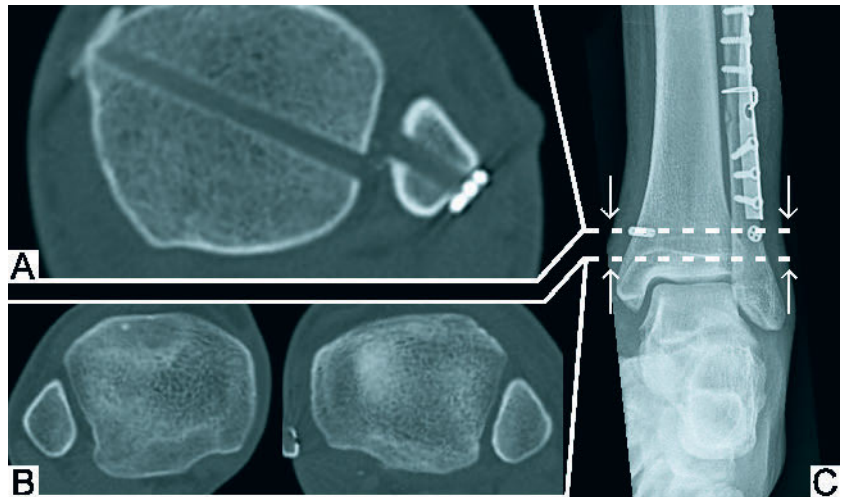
Darstellung divergierender Bohrkanäle nach Syndesmosen-Versorgung mit Fadenzugsystem (Tight-Rope, Fa. Arthrex) bei anatomisch reponiertem DTFG; a) Darstellung der postoperativ divergierenden Bohrkanäle des Fadenzugsystems; b) Das bilaterale CT zeigt die anatomische Reposition im distalem Tibio-Fibular-Gelenk im Seitenvergleich; c) konventionelles ap Röntgenbild 6 Wochen postoperativ
